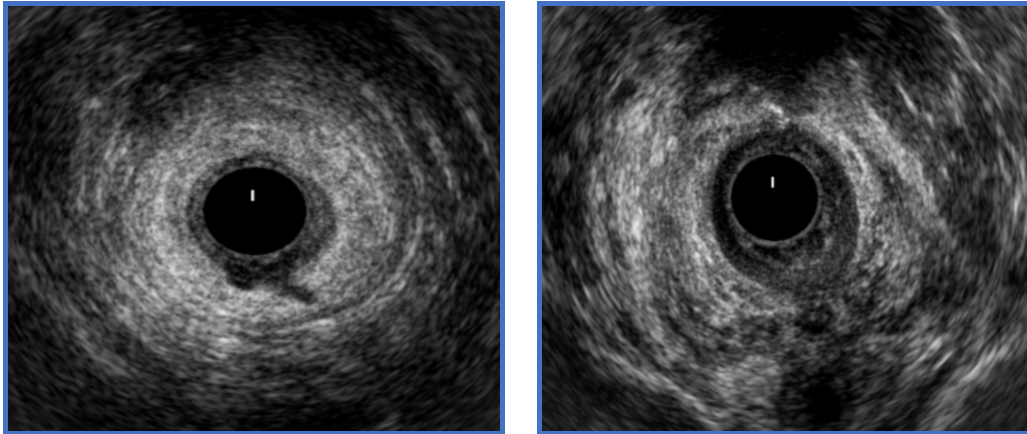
Ecografía endoanal de fístula perianal compleja.
